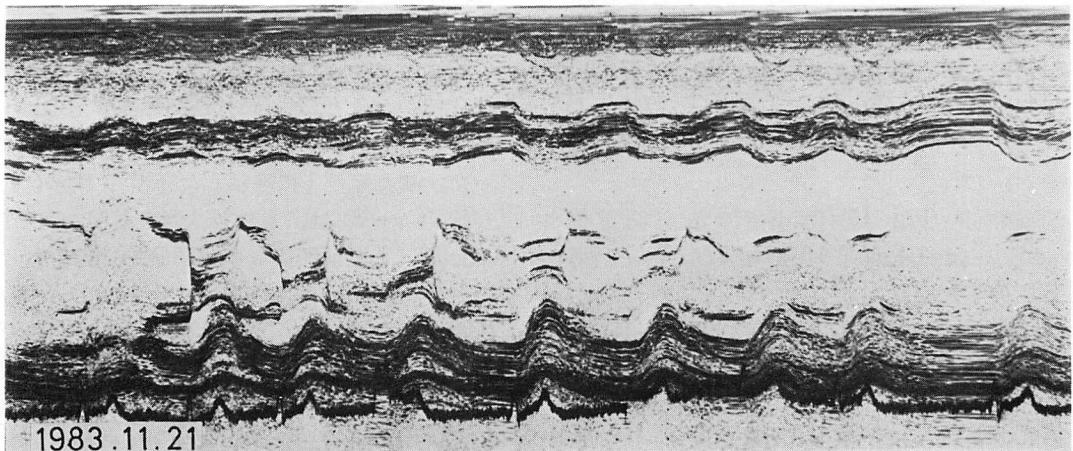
M-mode echocardiogram of Case 2.
